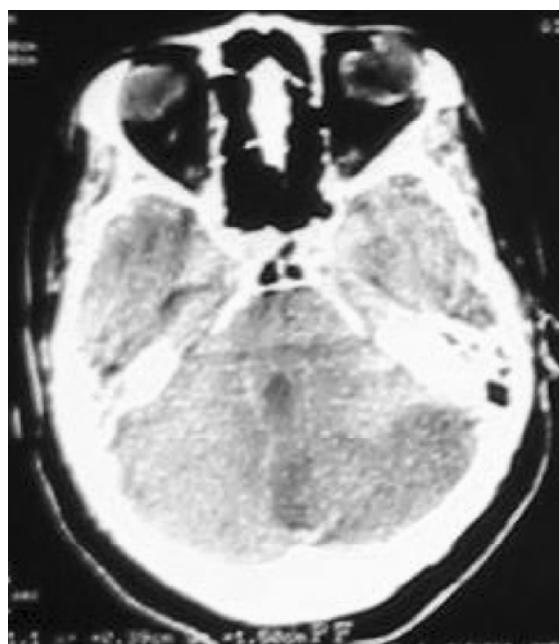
TC que muestra zona hipodensa compatible con infarto cerebeloso izquierdo.
